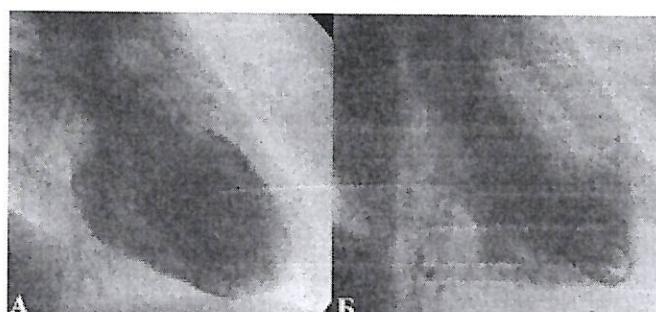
Вентрикулография у пациента со среднежелудочковой формой КТ: А – ЛЖ в диастоле; Б – ЛЖ в систоле. Определяются два локальных участка гипокинезии передней и нижней стенок ЛЖ.
